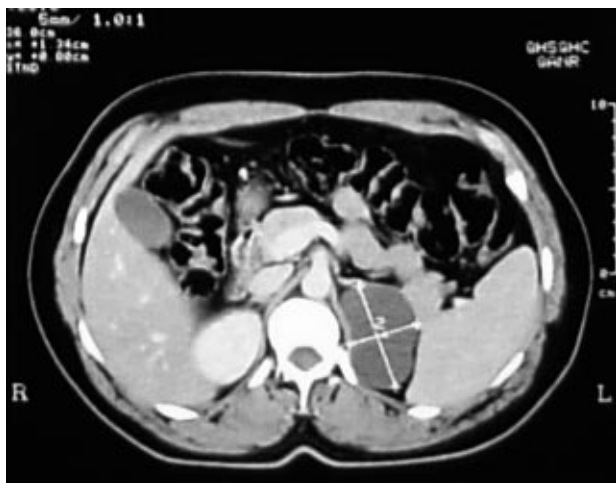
En la TAC aparece una imagen compatible con pseudoquiste adrenal izquierdo.
